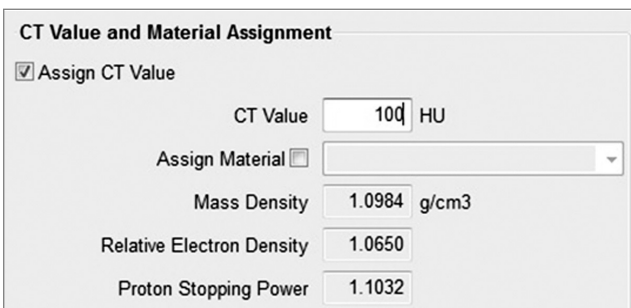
CT Value and Material Assignment
